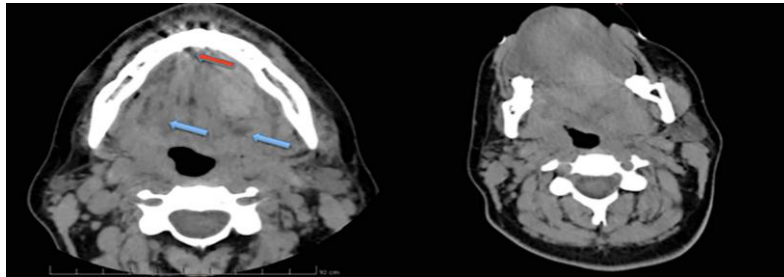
Tomografia computadorizada axial depois uma perfuração óssea cortical (Limongell et al., 2015)
